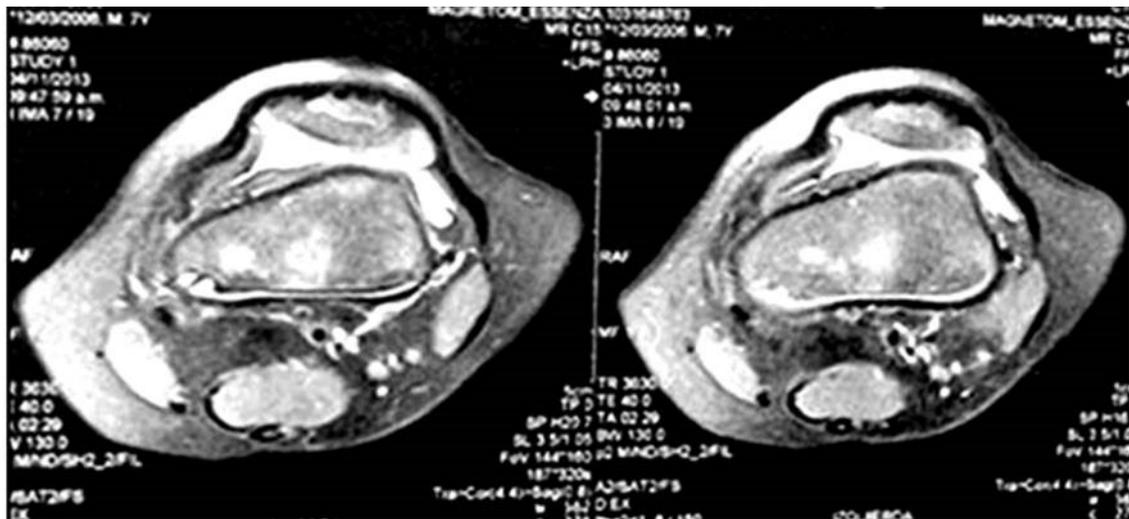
Resonancia magnética. Luxación congénita de rótula con displasia de la tróclea femoral.
